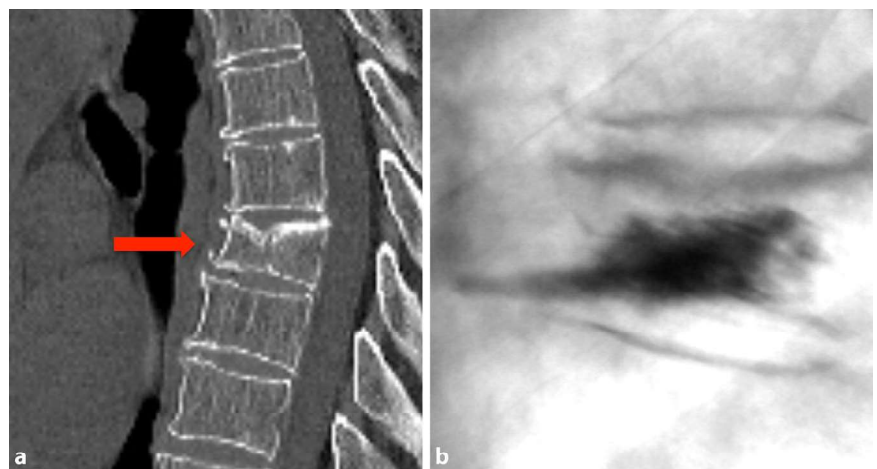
▲ a Eine aufgrund von Schmerzen im Bereich der Brustwirbelsäule durchgeführte Computertomographie zeigt die Sinterungsfraktur auf Höhe des 8. Brustwirbelkörpers (roter Pfeil). b Intraoperative Durchleuchtungskontrolle nach Kyphoplastie mit schnabelförmiger Ausziehung des Polymethylmethacrylatzements
